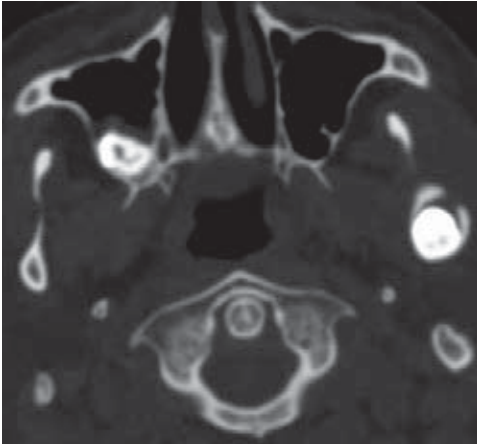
Tomografía computarizada, corte axial donde se aprecia zona hiperdensa en región central de región condilar correspondiente al tercer molar ectópico.
